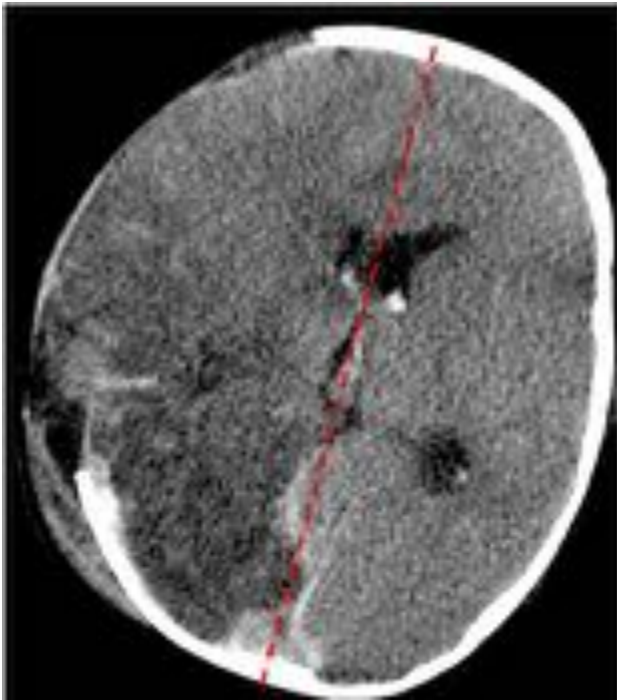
TC sin contraste en 3º día PO. Línea media centrada.
